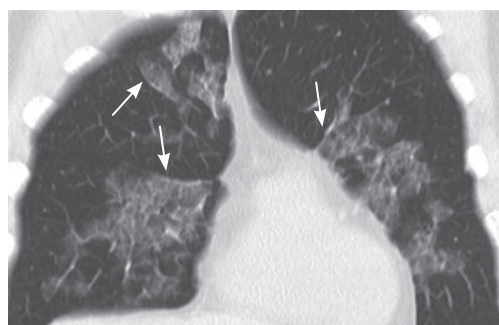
地图样表现 CT 图。部分磨玻璃影以光滑血管样条状影为界 (箭头所示), 与周围正常肺组织分界清楚, 呈地图样表现。
